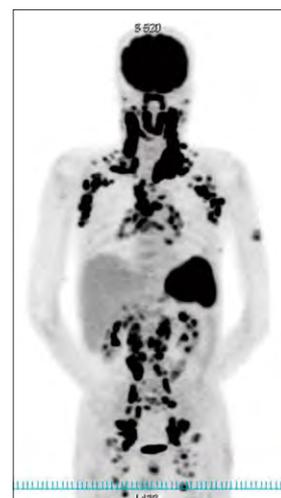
<sup>18</sup>F-FDG-PET画像
